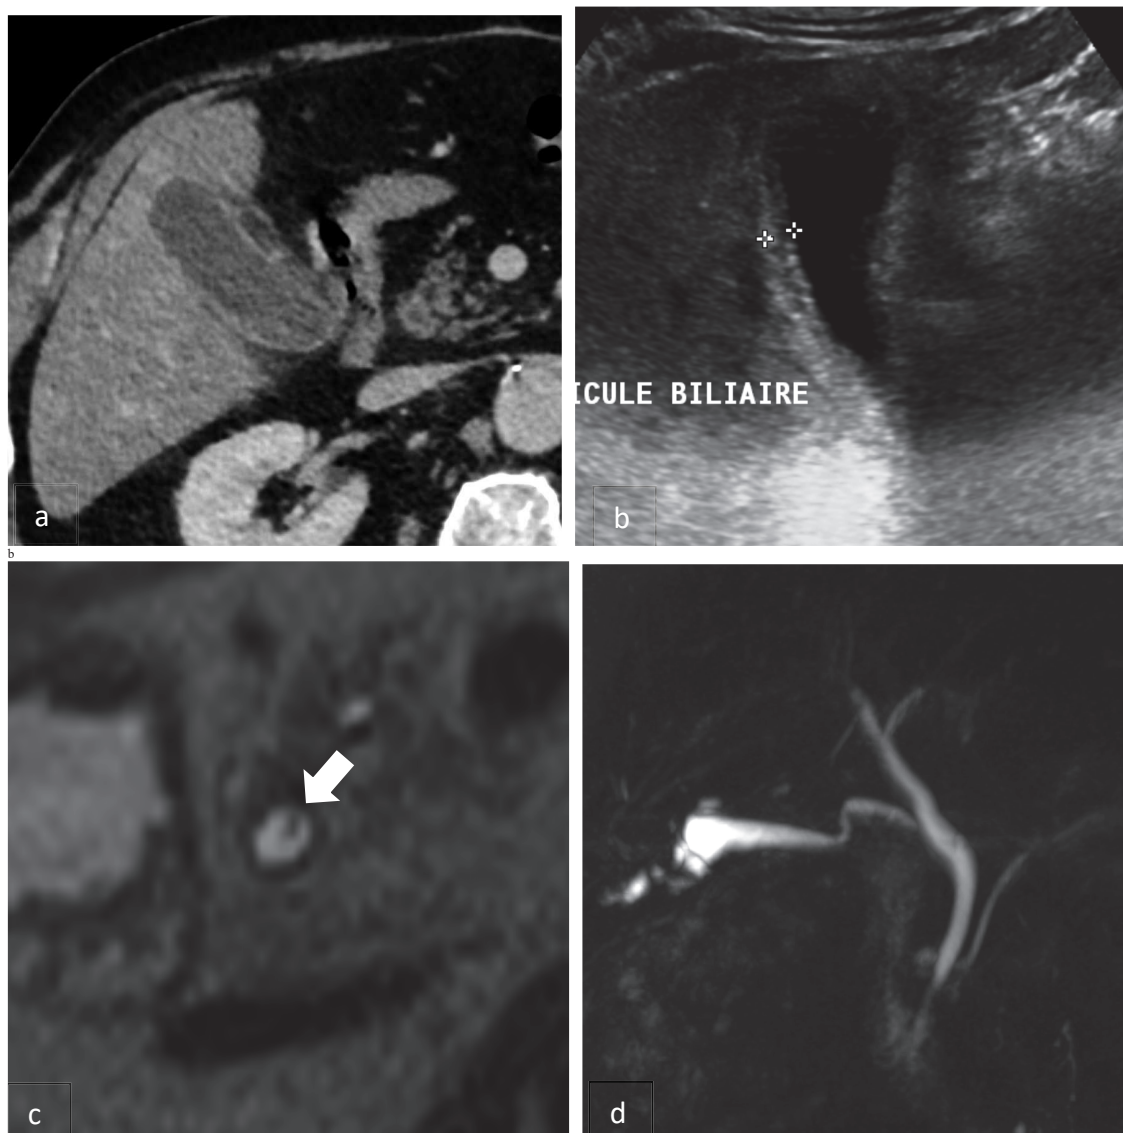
Scanner injecté en faveur d'une cholécystite aiguë (a) sans image de calcul. Échographie réalisée au décours confirmant la cholécystite, ne mettant pas de calcul en évidence (b). Microlithiasie du cholédoque (tête de flèche) en IRM pondérée en T2 (c), non obstructive car absence de dilatation franche des voies biliaires en 3D MCRP.
